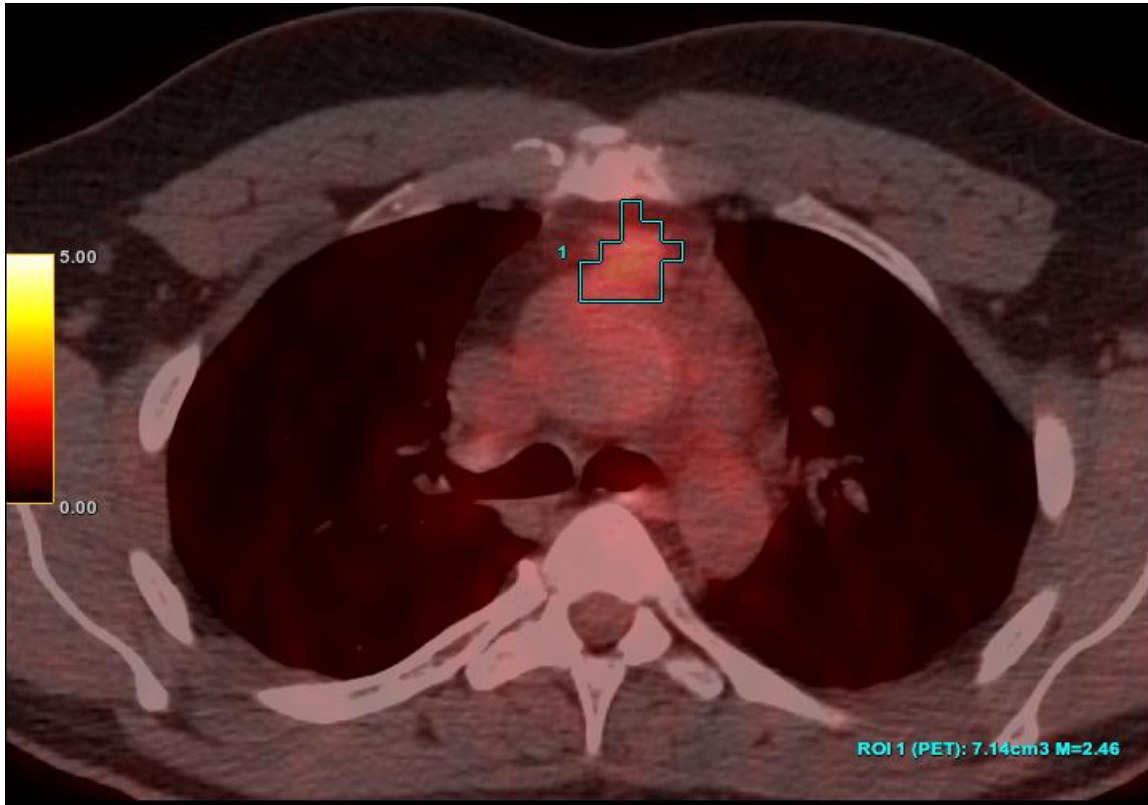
ДВКЛ. II ст. ПЭТ/КТ. ХТ в режиме R-СНОР. Метаболически активный конгломерат в переднем верхнем средостении после 3 курсов ХТ SUVmax = 2,46, MTV = 7,14 см³.
